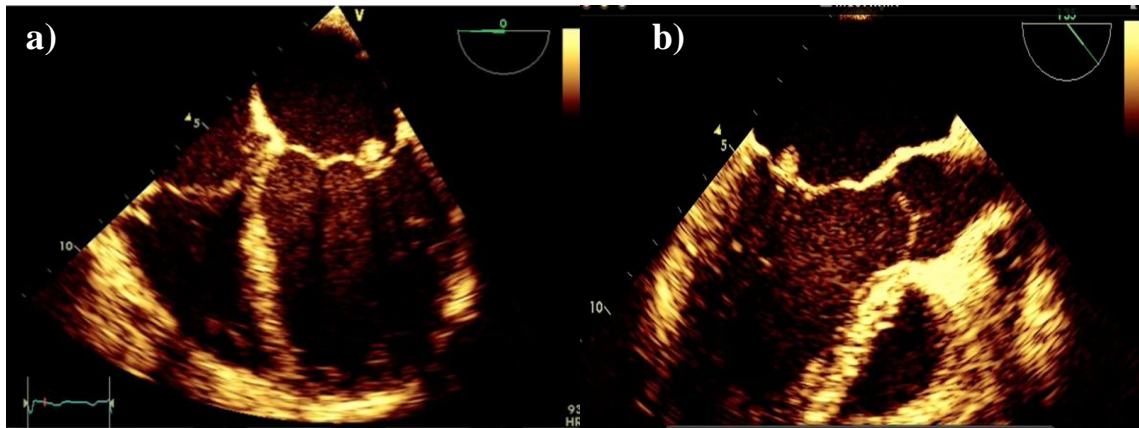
a) Imagen de Ecocardiograma transesofágico a cero grados (0°), donde se observa imagen en la cara auricular de velo anterior, redondeada, hipodensa, sin pedículo. b) Imagen de Ecocardiograma transesofágico a ciento cincuenta grados (150°), donde se observa imagen en la cara auricular de velo anterior, redondeada, medidas 7 x 7 mm, sin pedículo en porción distal de velo anterior. Imagen de Ecocardiograma transesofágico a cero grados (0°), donde se observa imagen en la cara auricular de velo anterior, redondeada, hipodensa, sin pedículo.
